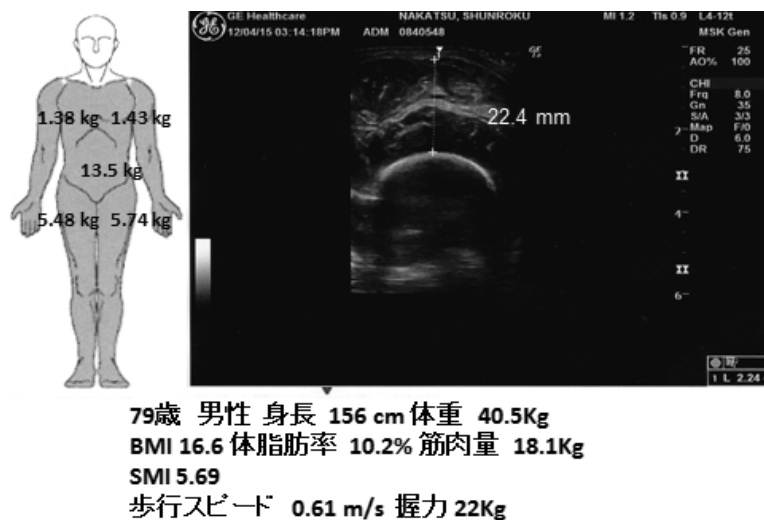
79歳 男性 Inbody 及び筋エコー所見
